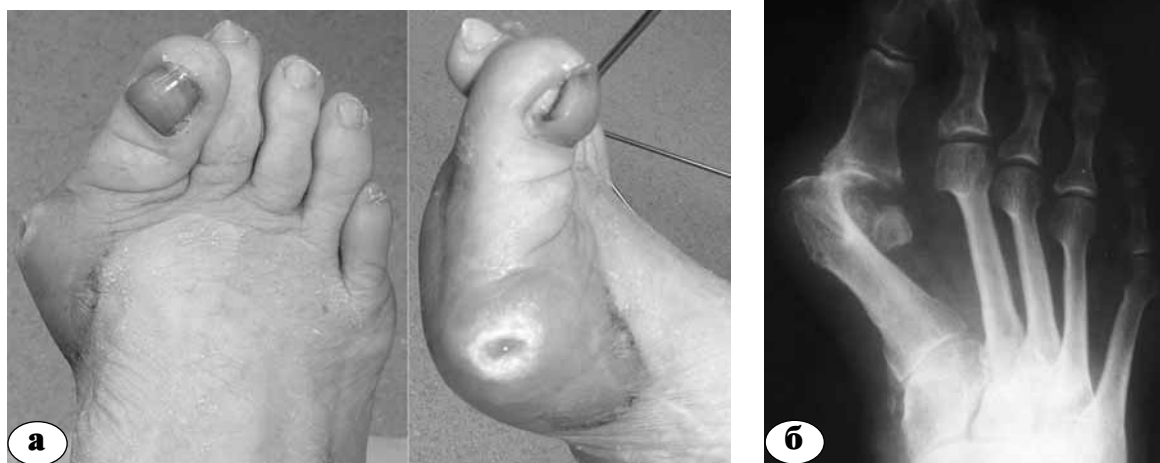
Пациентка Д., 73 лет, диагноз: гнойная рана в области головки 1-й плюсневой кости на фоне *hallux abducto valgus* 3 ст. и рецидива деформации после ранее выполненного вмешательства: а – внешний вид; б – рентгенограмма стопы перед одноэтапной операцией радикальной хирургической обработки раны и артродеза I ПКС; $M1M2 = 30^\circ$, полный вывих I пальца
